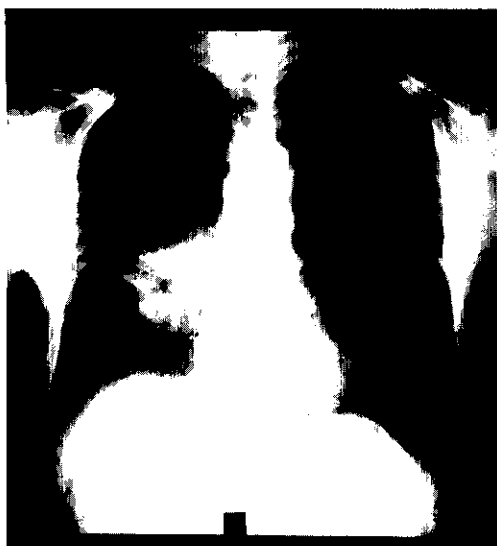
入院時の胸部単純X線写真。右中肺野に空洞と浸潤影、左中肺野に散布性小結節影を認める。
